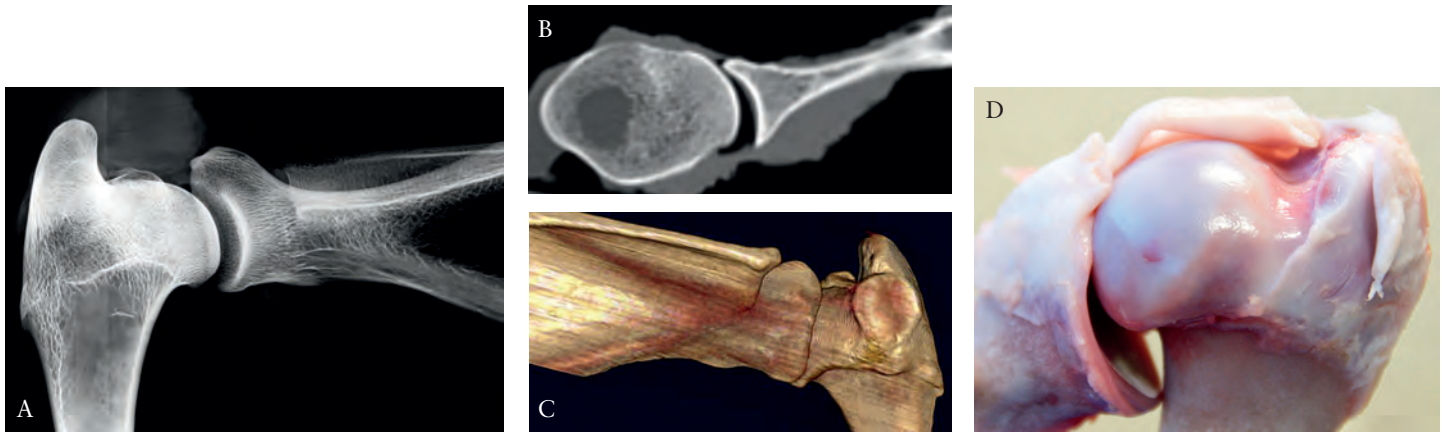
Articulación escapulo-humeral de la oveja. a) radiografía A-P; b) TAC axial; c) reconstrucción tridimensional; d) cabeza humeral, cavidad glenoidea e inserción del tendón del bíceps.
